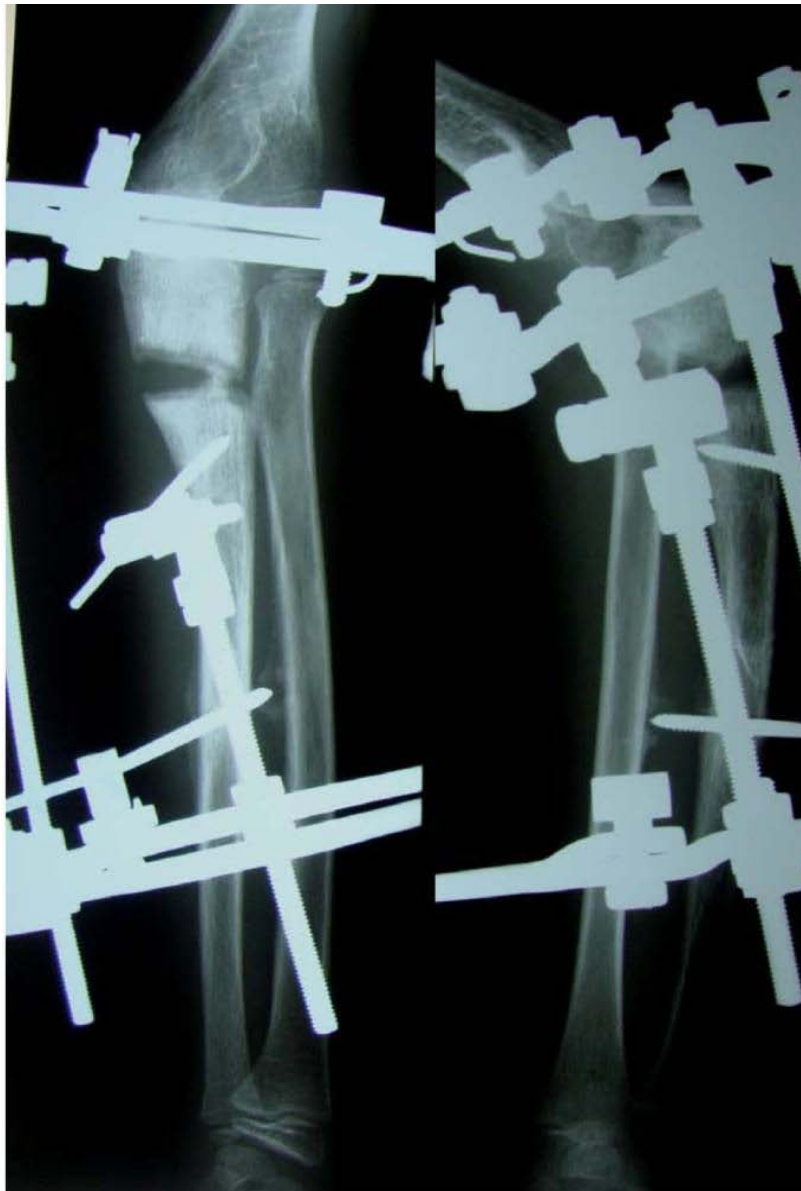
Radiographie postopératoire pendant l'allongement par distraction (43)
